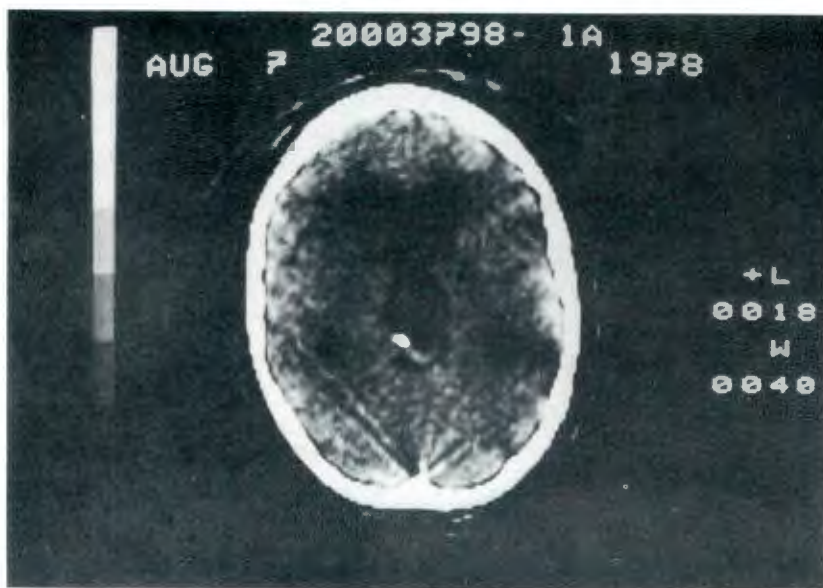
TAC en el que se observa dilatación de ventrículos laterales y del III ventrículo. Calcificación en la porción posterior del III ventrículo.
